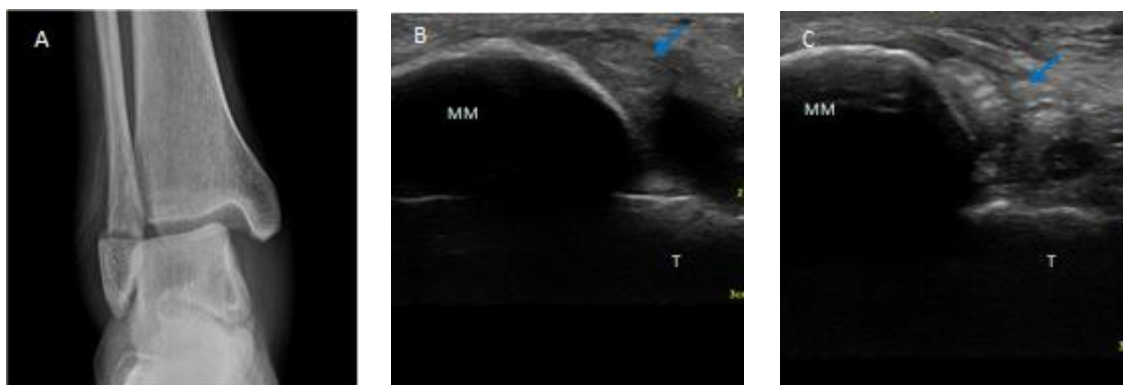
Fratura 44B3.1. A: teste *stress* gravitacional, espaço medial 9.2 mm; B e C: ecografia - perda da normal continuidade fibrilar com ecogenecidade heterogênea, rotura proximal, completa de ambos os feixes. Legenda: MM = Maléolo Medial T = Talus
